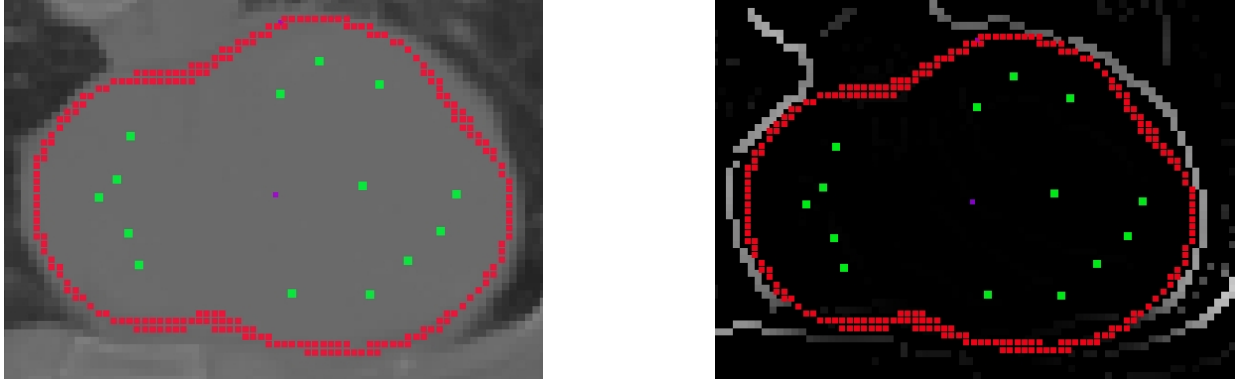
T260 CT-Schicht (links) und detektierte Kanten (rechts) $T(\nabla f), \sigma = 2$, mit Quellenverteilung M260, Überlappungsintegral $M=212,7$, Potential $\varphi_0=5,36$, Schwerpunkt B (lila)
